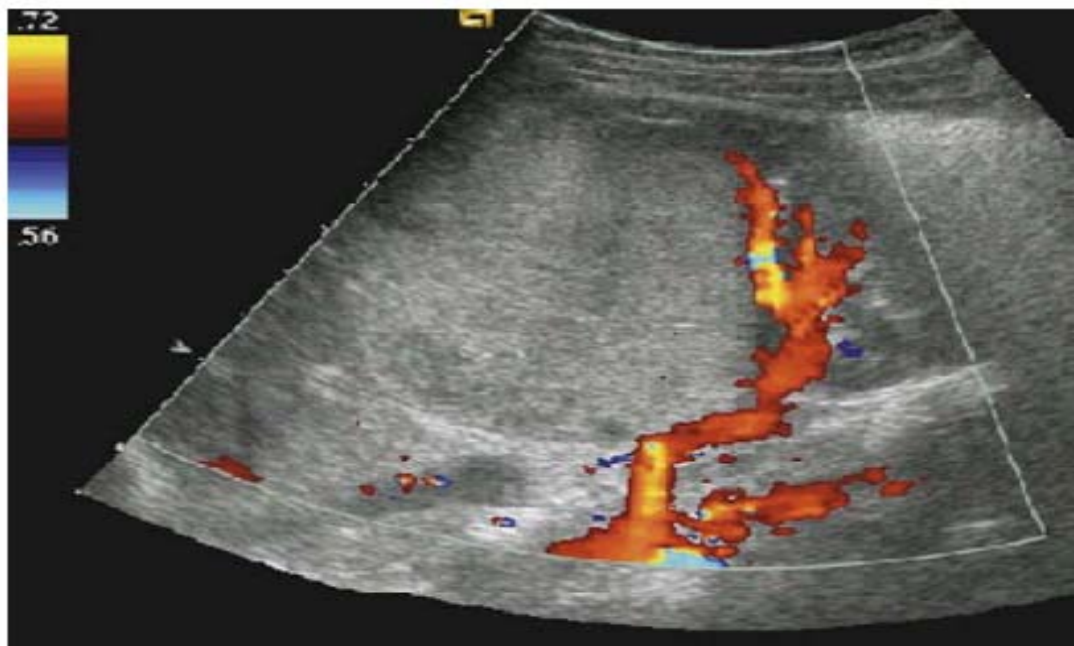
Echo doppler montrant un néphroblastome : vascularisation artérielle rénale refoulée par la tumeur(35).
